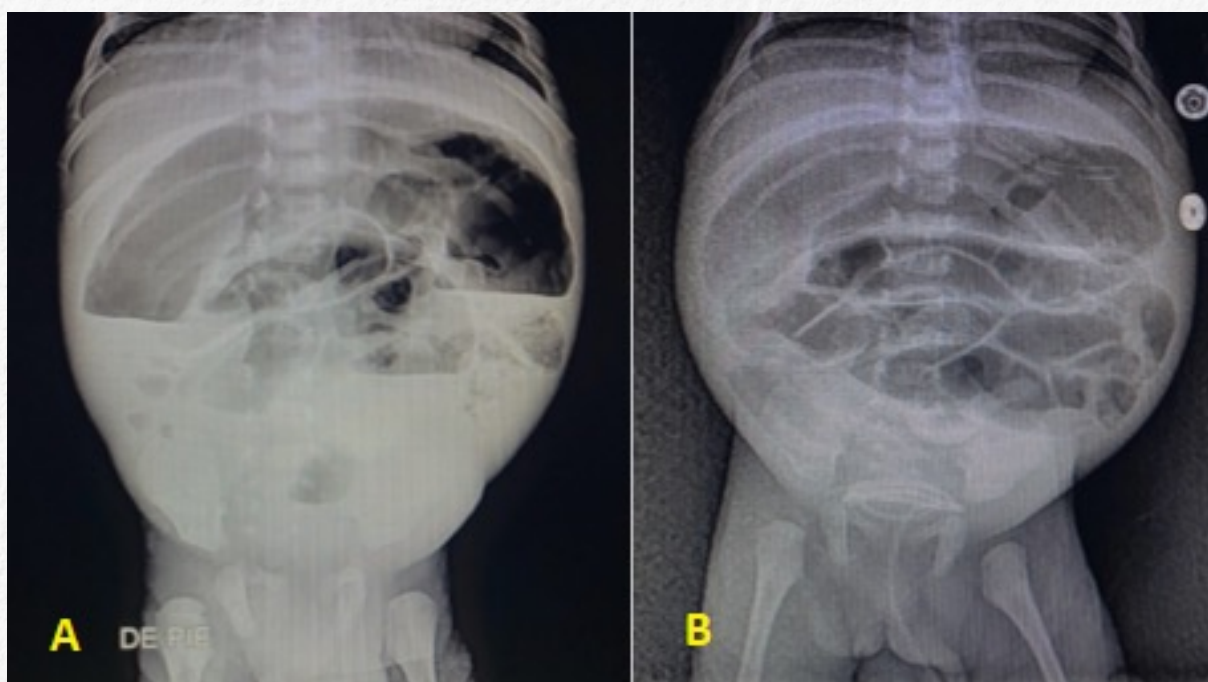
Radiografía de abdomen. A. múltiples niveles hidroaéreos. B. signo de la escalera.
